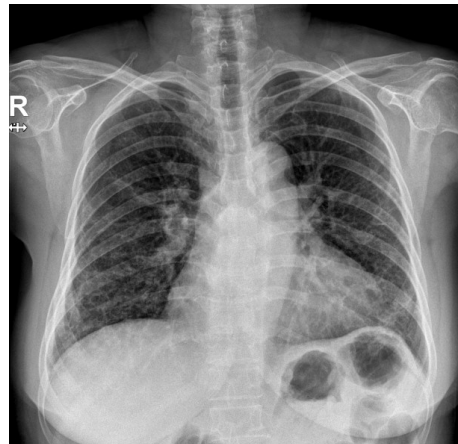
Chest X-ray at the time of admission.
